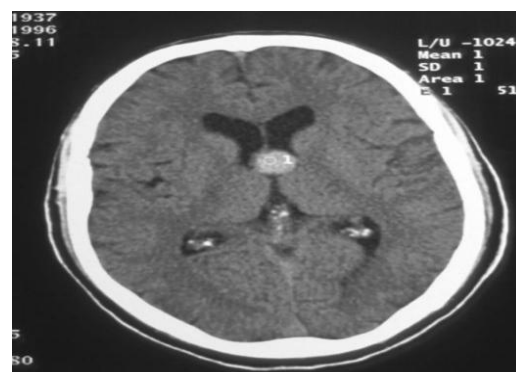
Gambaran *brain* CT scan akan menunjukkan adanya dilatasi ringan dari semua sistem ventrikel termasuk ruang subarakhnoid di proksimal dari daerah sumbatan.¹⁴
